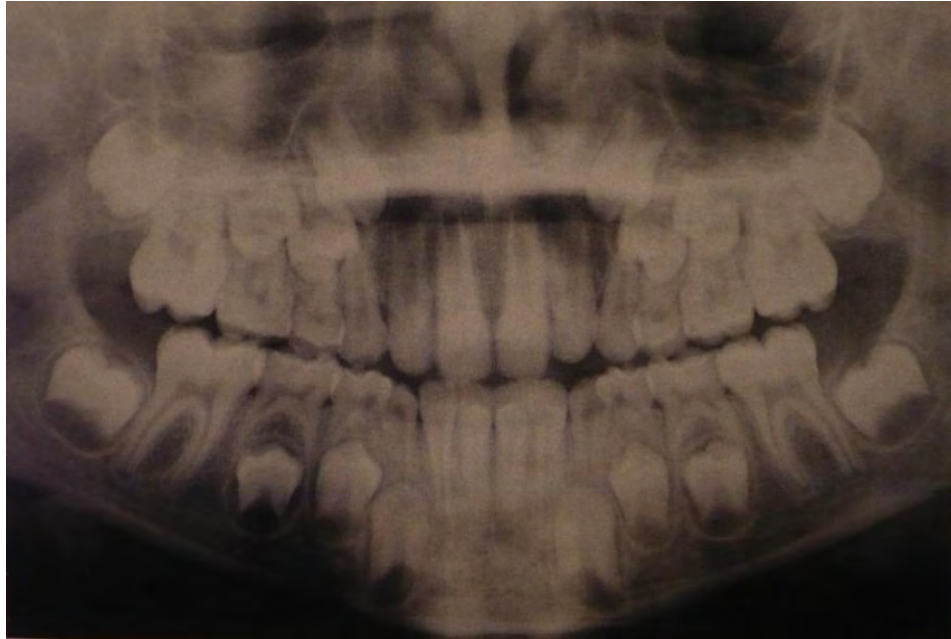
Radiografía panorámica de la fase intermedia de la primera transición⁴⁸
